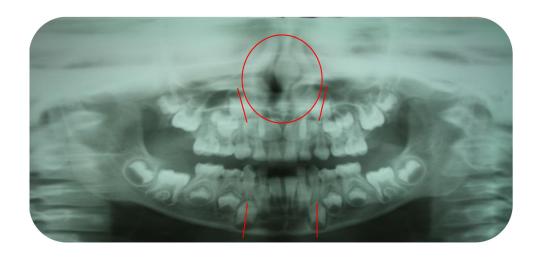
Radiografía ortopantomagrafía de la paciente. FP.
